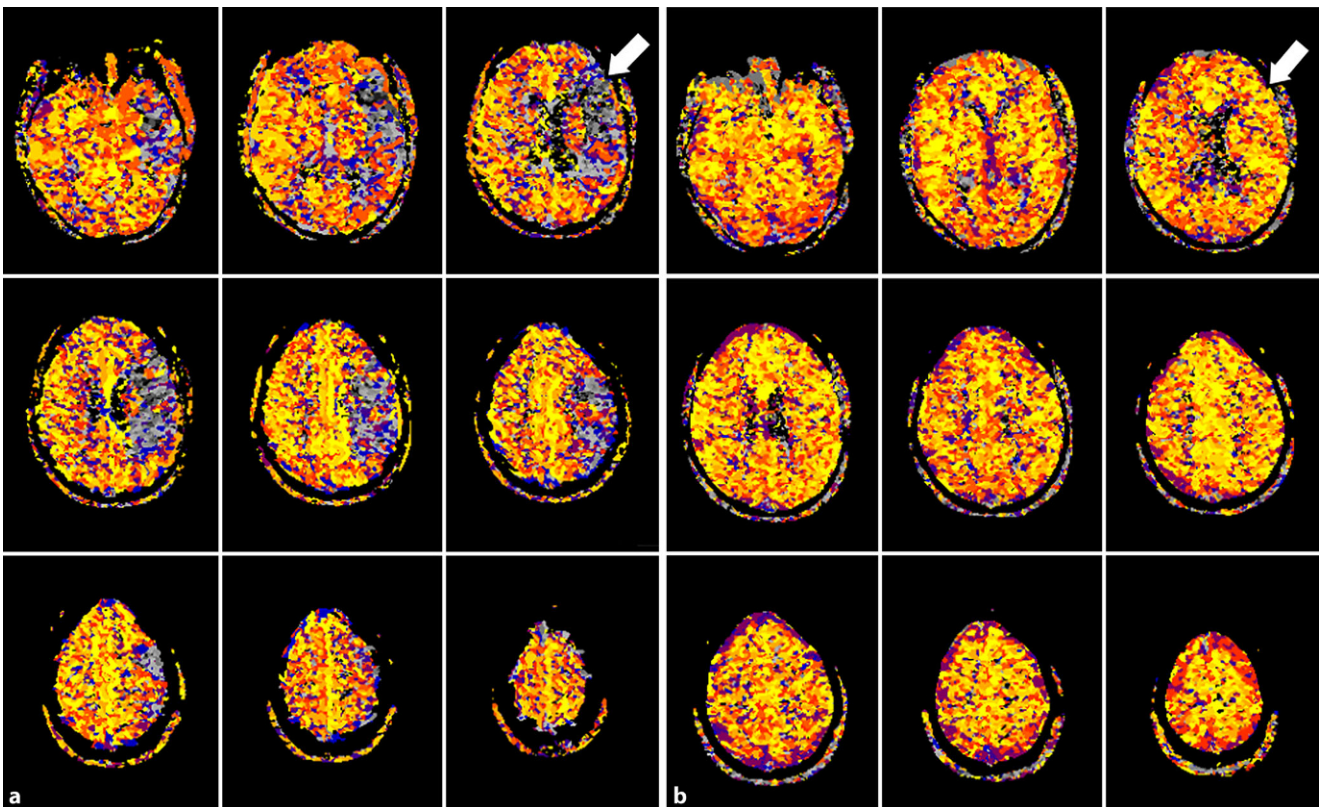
▲ Gehirndurchblutungsmessung mittels Magnetresonanztomographie (MRT) vor (a) und nach (b) der neuroradiologischen Intervention. Kritisch mangeldurchblutete Areale werden in der Messung grau bzw. schwarz dargestellt, regelrechte Durchblutung wird durch gelbe und rote Farbtöne angezeigt. Durch die Thrombektomie konnte ein zunächst kritisch durchbluteter Gehirnbezirk (beispielhaft durch *Pfeil* in a markiert) wieder regelrecht durchblutet werden (vgl. *Pfeil* in b)
